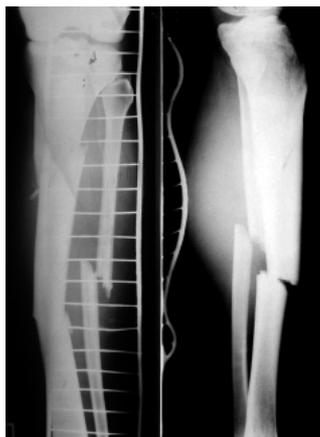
Рентгенограммы костей левой голени больного Б., 45 лет, при поступлении.
